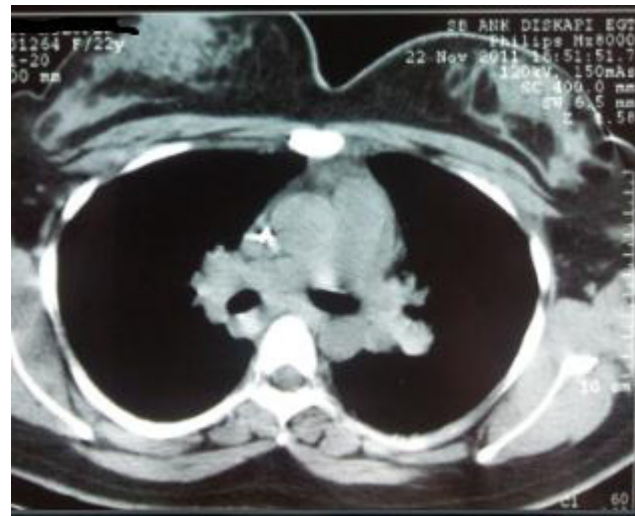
Thorax CT showed multiple lymphadenopathies
